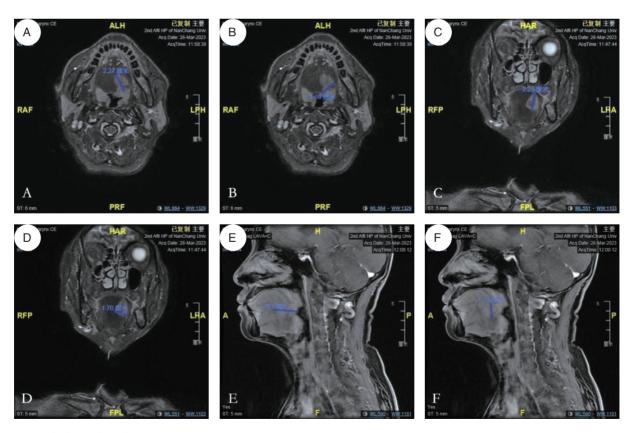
术前口咽部磁共振 Figure 1 Oropharyngeal MRI before surgery 注: A~B 横断面; C~D 冠状面; E~F 矢状面
